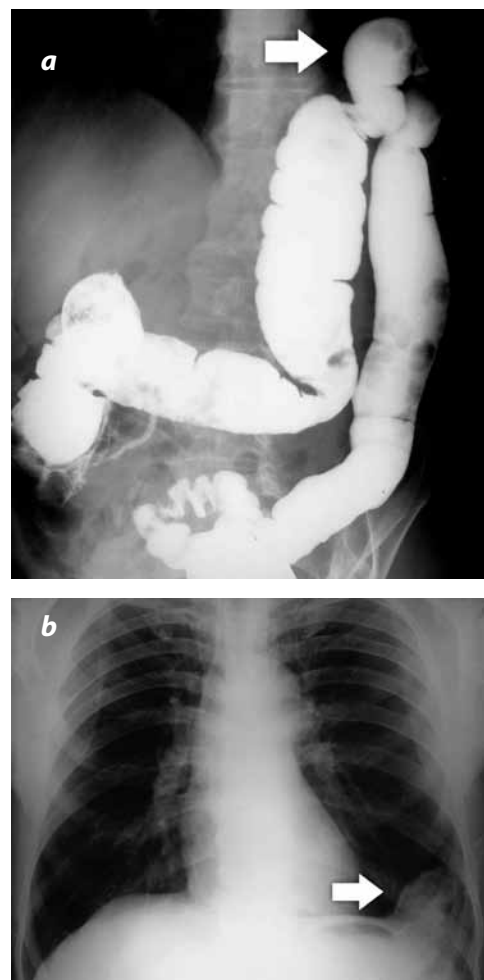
(a). Radiografía de abdomen con alteración en el contorno del diafragma izquierdo y presencia de niveles hidroaéreos. (b) Colon por enema que evidencia el paso del ángulo esplénico del colon a la cavidad torácica.
